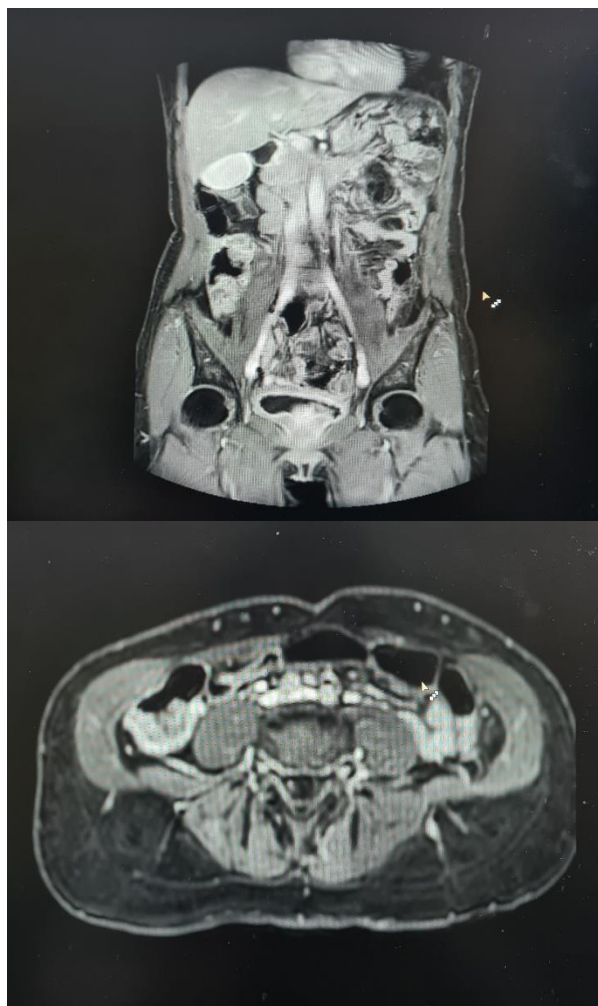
IRM abdomino-pelvin cu evidențierea îngroșării parietale la nivelul colonului ascendent.
